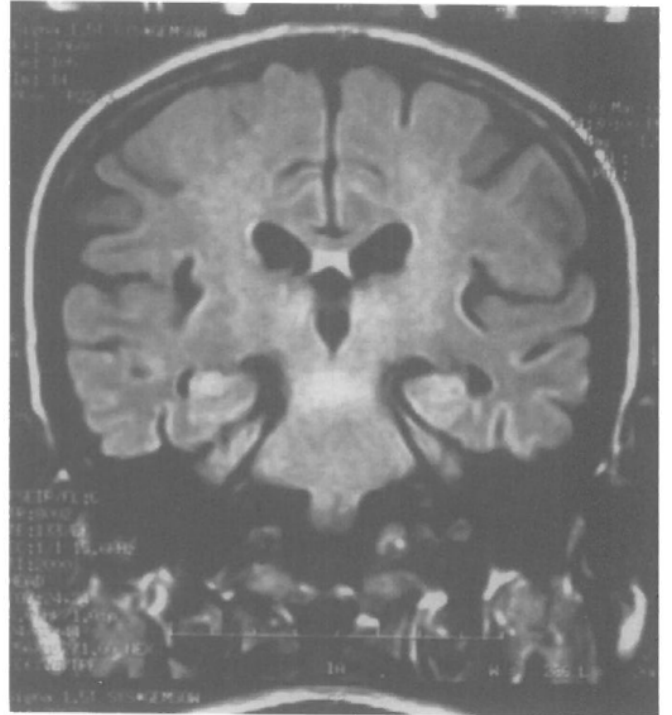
MRG'de (FLAIR koronal kesitlerde) talamusta bilateral ve simetrik hiperintens lezyonlar.
